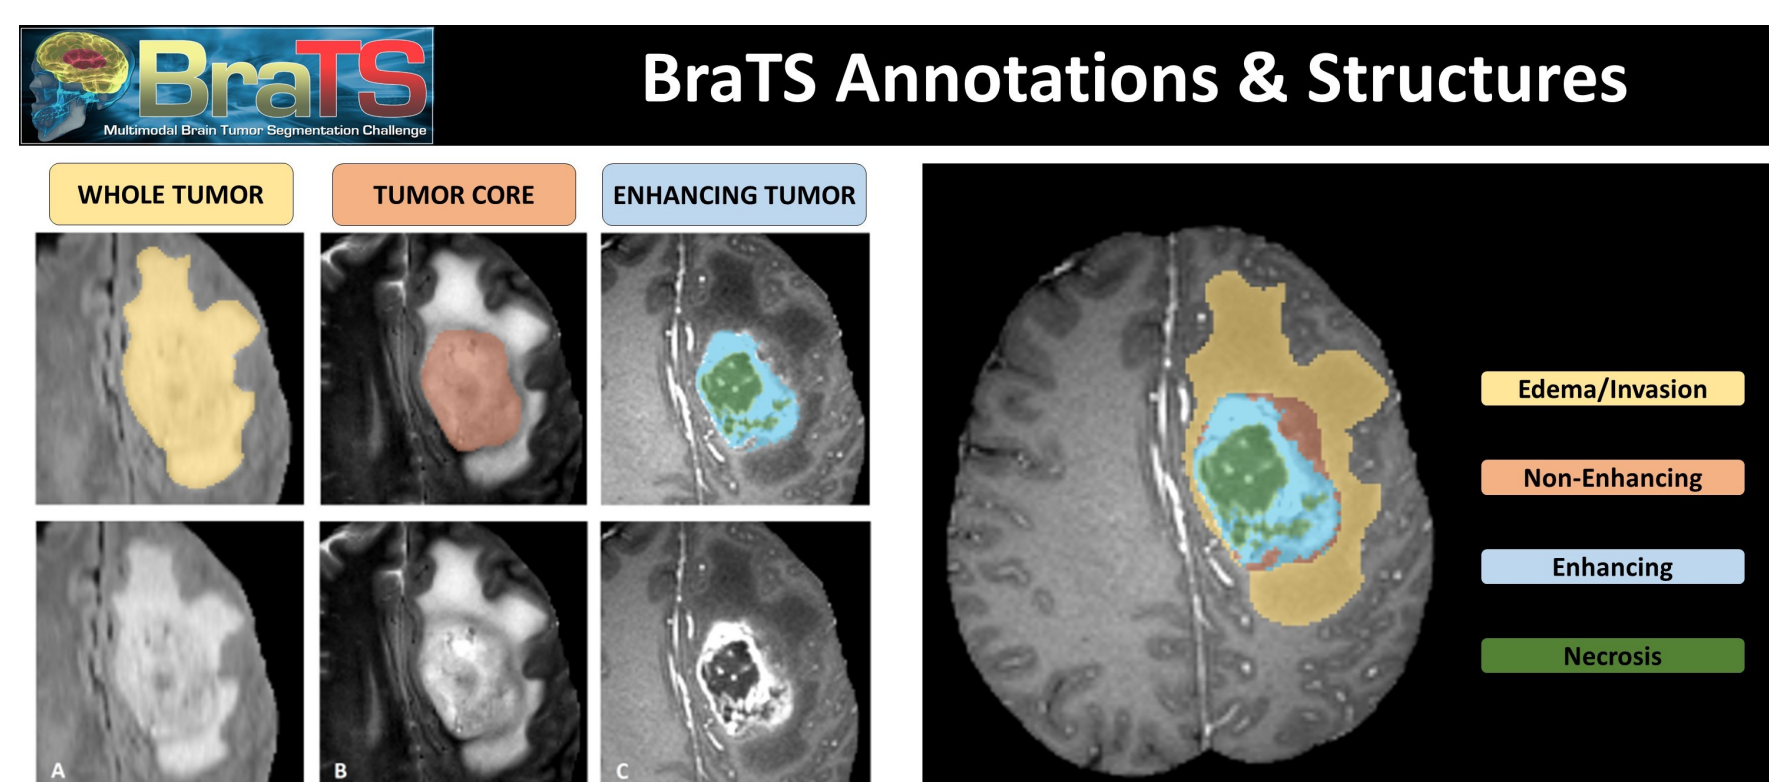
Segmentation of gliomas in preoperative MRI scans. [1].
